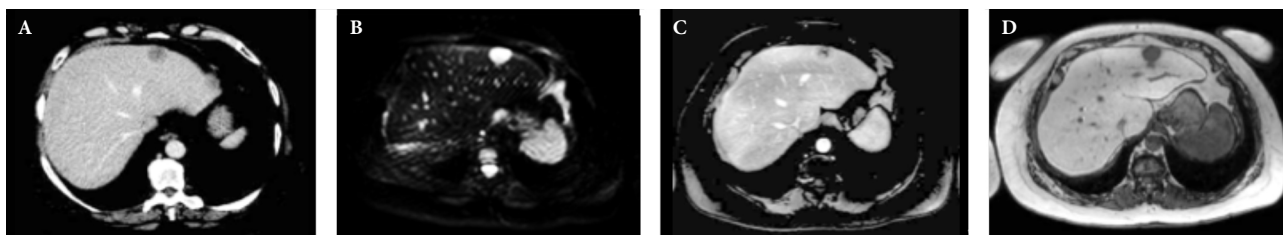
MTS en el segmento 3. A. Comportamiento típico en TC B. Comportamiento típico en RM observando el realce periférico con contraste EV. C. En las secuencias de difusión (DWI) se observan brillantes ya que hay restricción a la difusión de las moléculas de agua D. Cuando se utiliza contraste hepato-específico, en la fase parenquimatosa se ven oscuras, ya que no toman el contraste.
